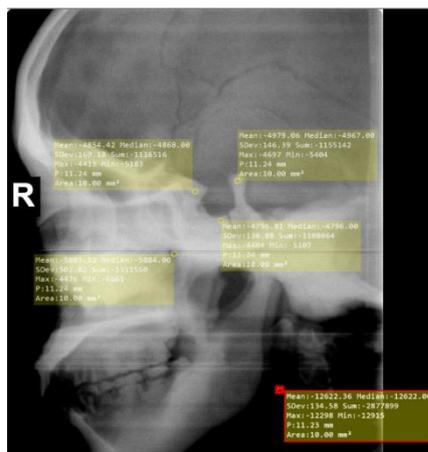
2 Hasil Radiograf *Sella Turcica Makroradiografi* Sampel A
